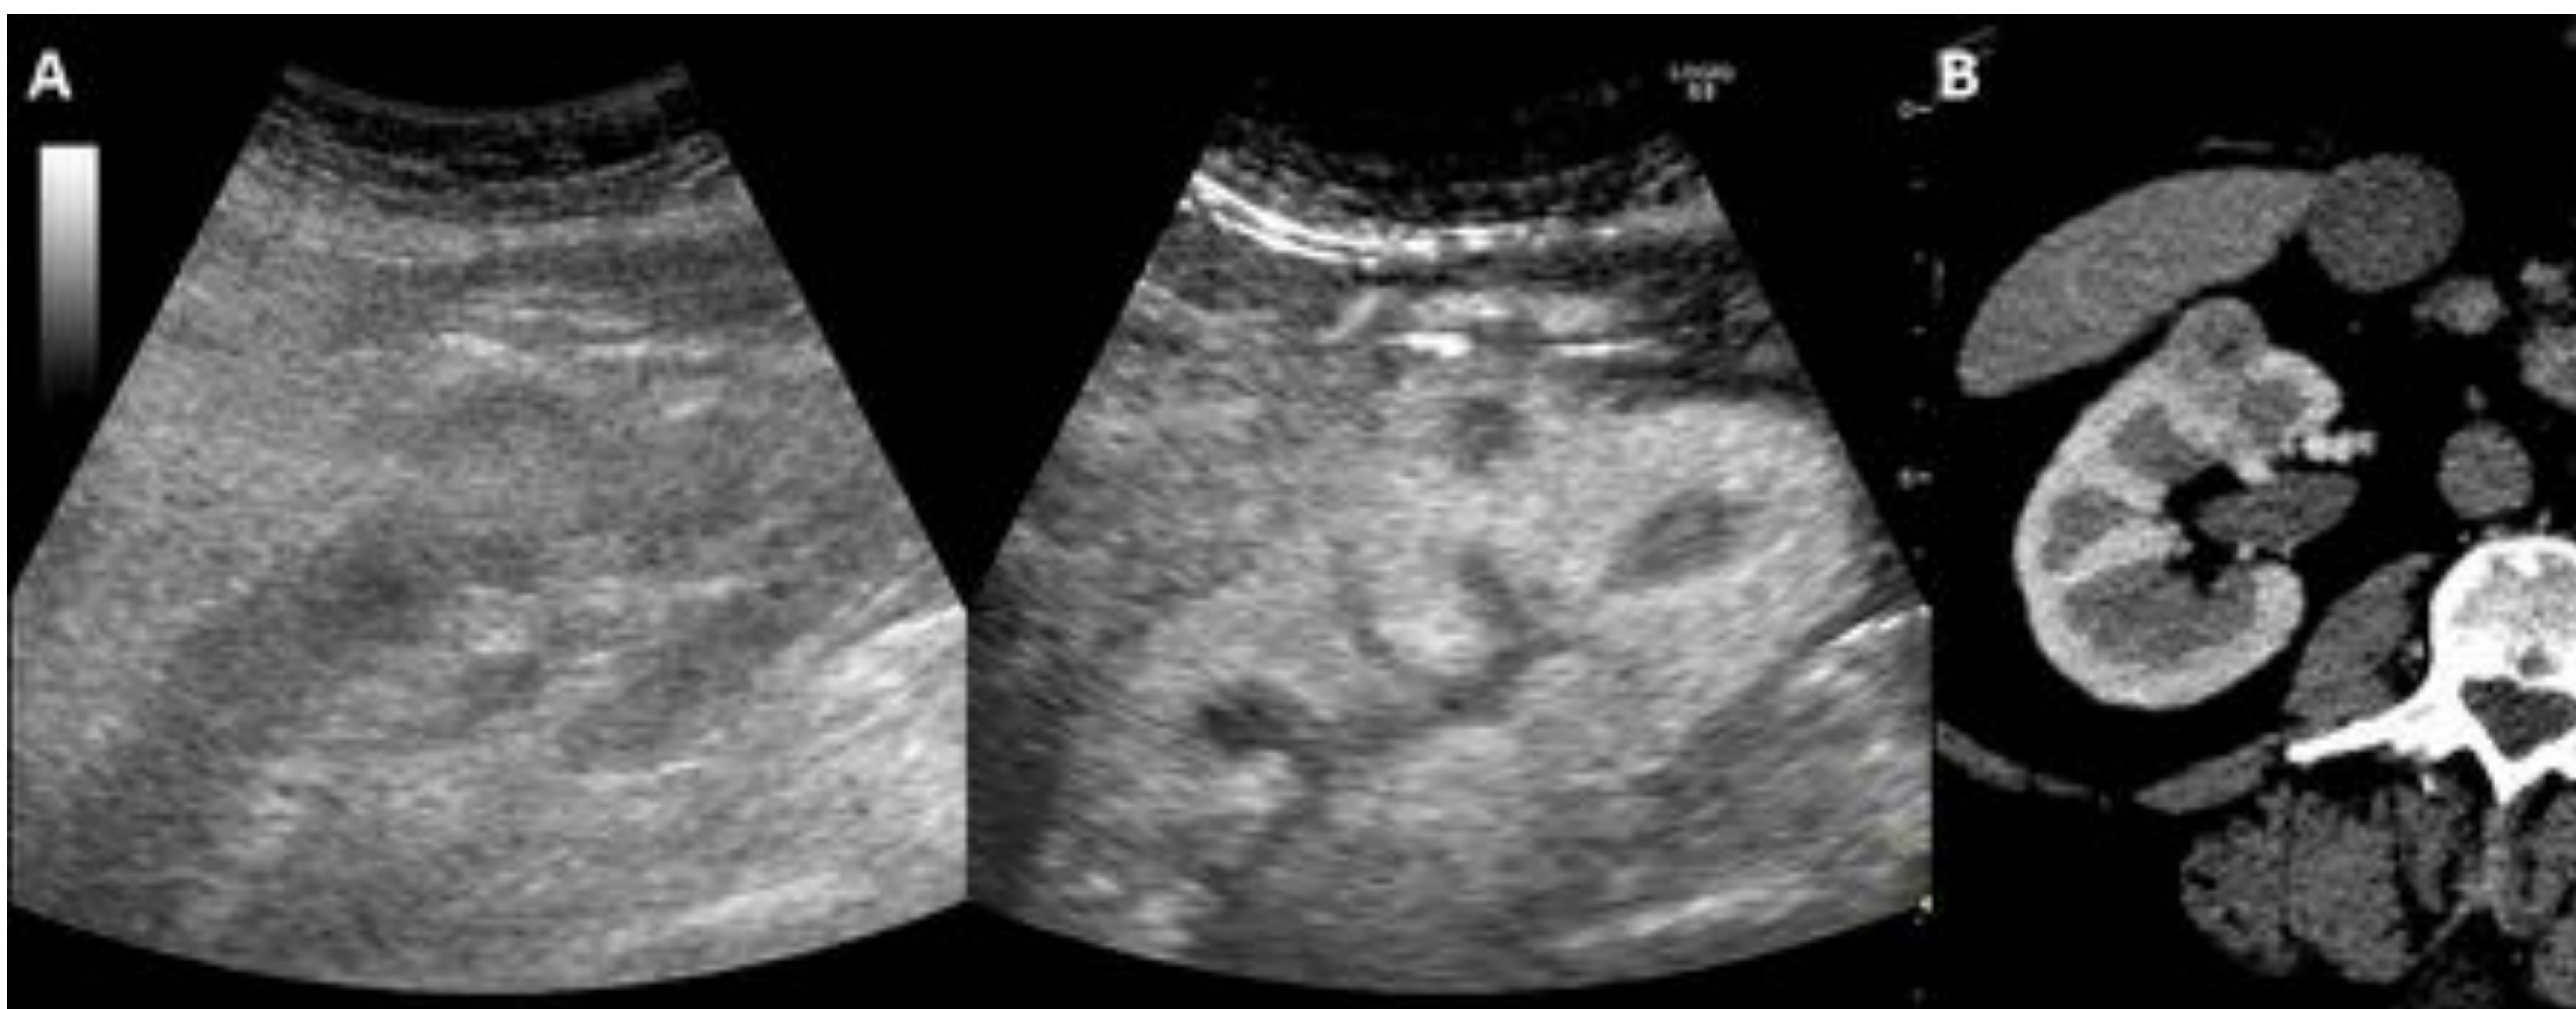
Persistencia tumoral. (A) Imagen de ecografía con contraste que muestra, inmediatamente tras la MWA, un anillo concéntrico que podría corresponder con hiperemia o persistencia tumoral. (B) En un control por TC realizado a los 6 meses, se confirma la persistencia tumoral.
